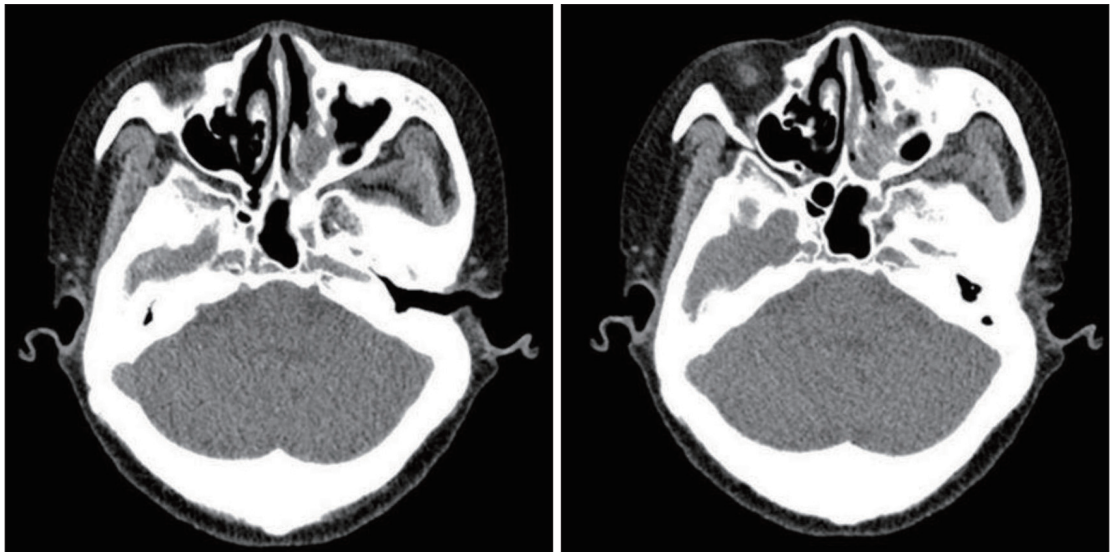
Axial view of paranasal sinus CT scan shows erosive changes in left middle turbinate, and basal lamina of inferior turbinate. Decreased extent of mucosal thickening in the middle and inferior turbinates, suggesting tissue necrosis.
